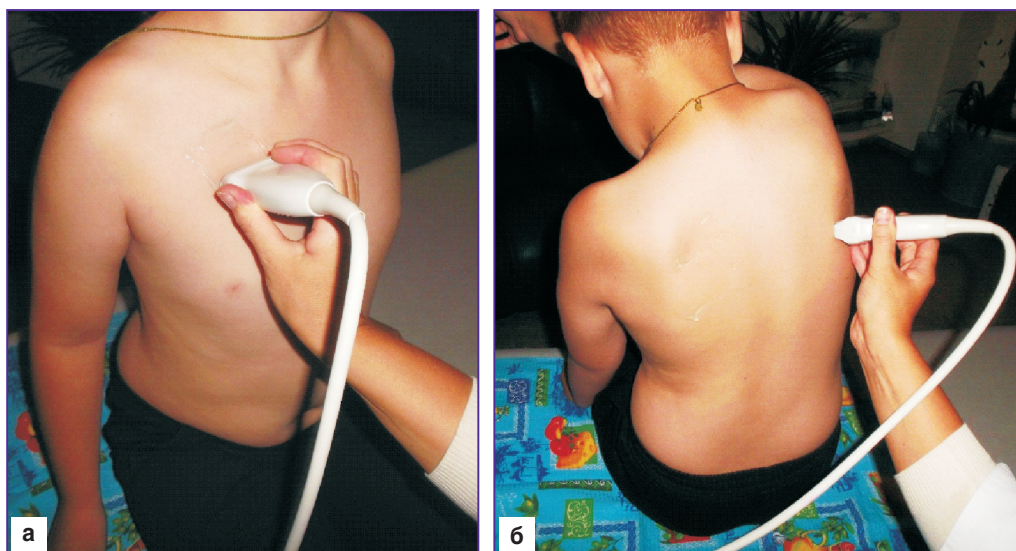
Технология УЗИ легких, поперечное сканирование из межреберий верхней (а) и нижней (б) долей справа
